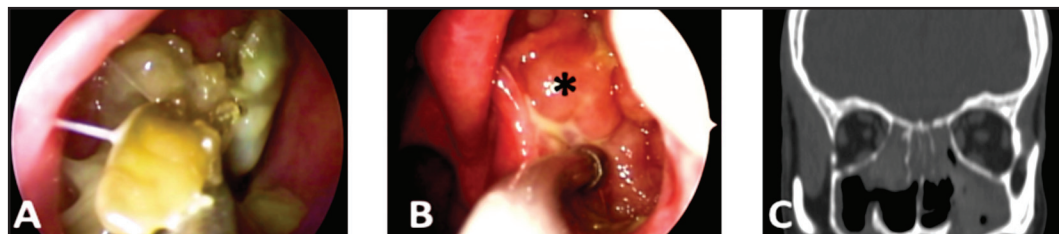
Control posoperatorio endoscópico nasal, un mes luego de CEF revisión. (A) Imagen endoscópica (30°): se aprecia abundante secreción mucinosa en maxilar derecho ampliamente abierto. (B) *Mucosa de aspecto polipoideo en pared posterior de maxilar izquierdo. (C) TC CPN, corte coronal: se aprecia ocupación y engrosamiento mucoso. Ausencia de pared medial de ambos senos maxilares.
